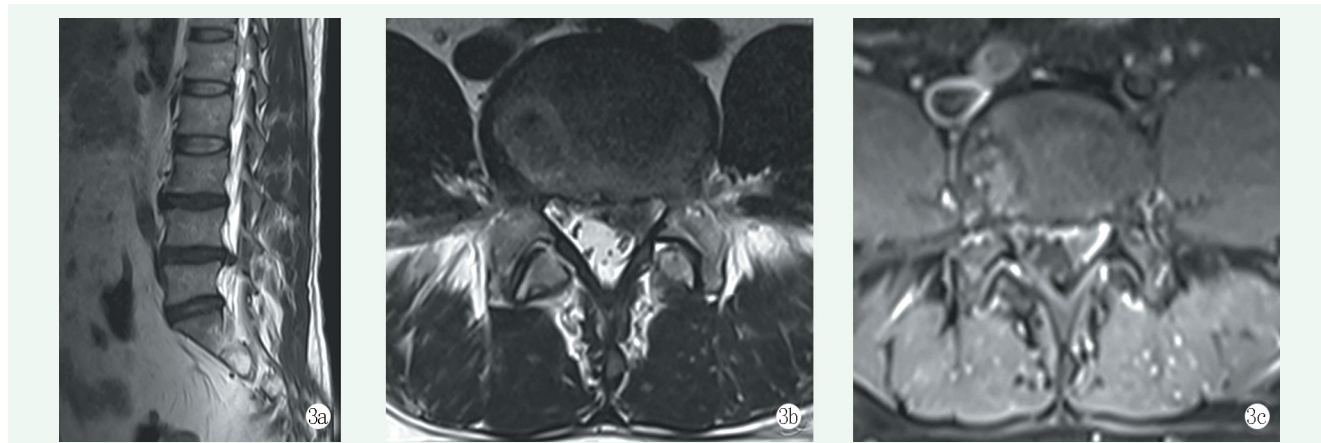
患者，男，37 岁，腰痛牵及左下肢麻木 2 个月，L_{4/5} 椎间盘突出^[11] 3a, 3b: MRI T2WI 矢状位、轴位图像示 L_{4/5} 椎间盘突出 3c: 增强 MRI T1WI 增强轴位图像示突出物环形增强高信号（“牛眼征”）
